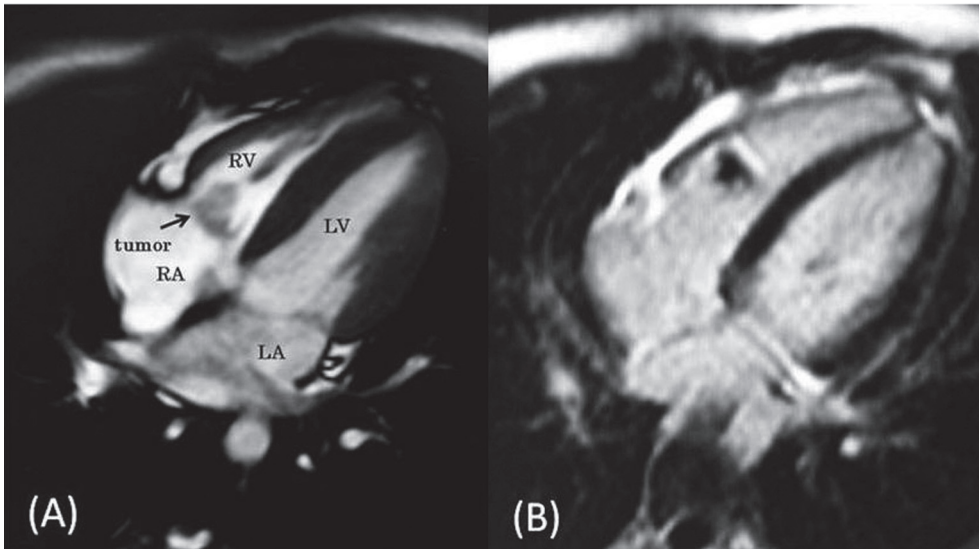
Thoracic magnetic resonance imaging (MRI). Four-chamber view. Cine MRI shows the myocardium and the tumor of the same signal in pedicellation located in the tricuspid valve (A). The delayed enhancement image shows the slightly lower signal intensity of the tumor (B).
